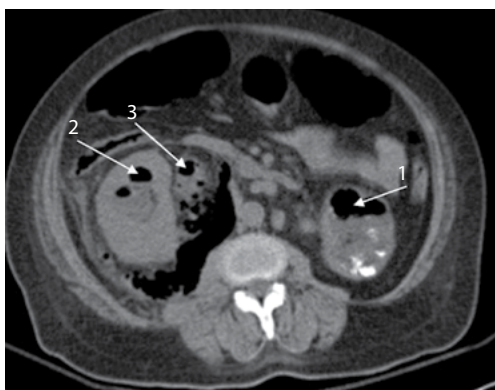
КТ почек пациента с сахарным диабетом и острым двусторонним пиелонефритом. Камни в левой почке, скопление газа в левой почке (стрелка 1), в правой почке (стрелка 2) и в паранефральном пространстве справа (стрелка 3). Двусторонний ЭП IV класса
